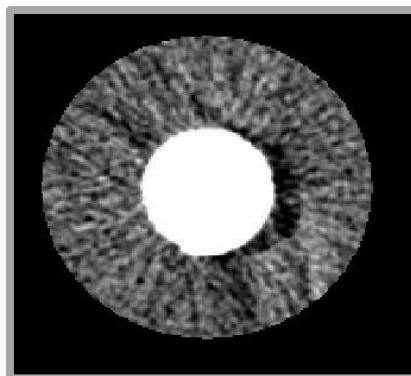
Nahaufnahme Mikro-CT
